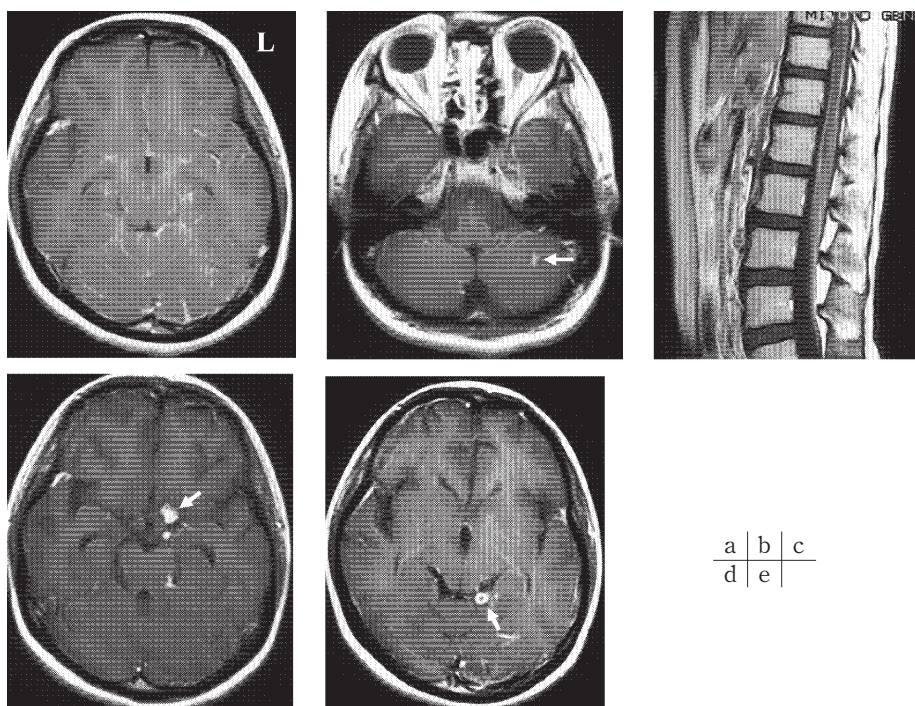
頭部・脊髄 MRI (TW 1 Gd enhanced)
